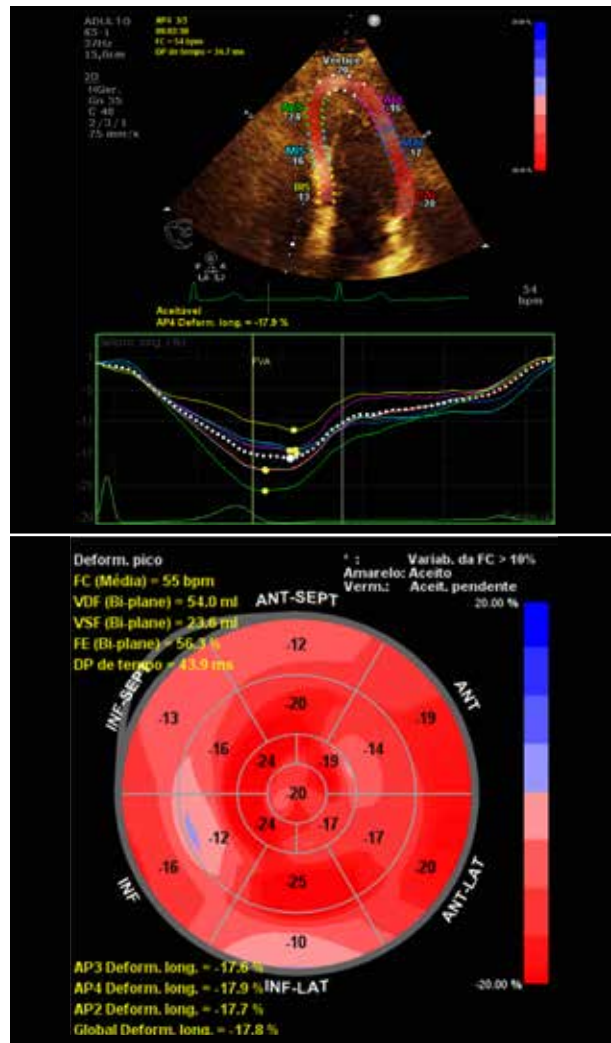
Ecocardiograma da paciente mostrando diminuição da deformação miocárdica sistólica avaliada pelo strain longitudinal global.
